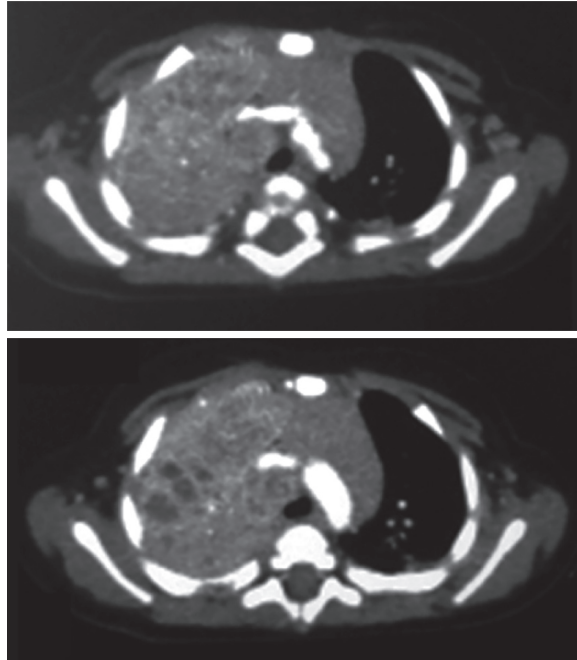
Tomografia de tórax de alta resolução evidenciava massa heterogênea com áreas de necrose localizada em lobo superior direito.
